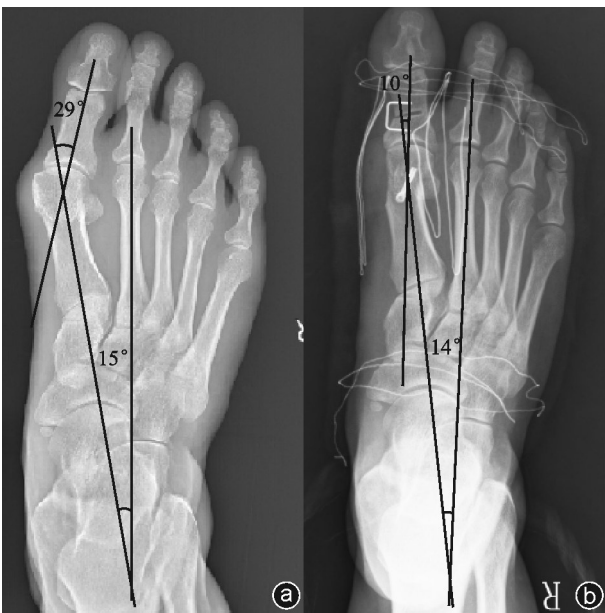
病人,男,67岁,手术前后X线片 a:术前负重下正位X线片; b:CA组术后负重下正位X线片,IMA及HVA明显改善(IMA术前为15°,术后为14°,HVA术前为29°,术后为10°)
